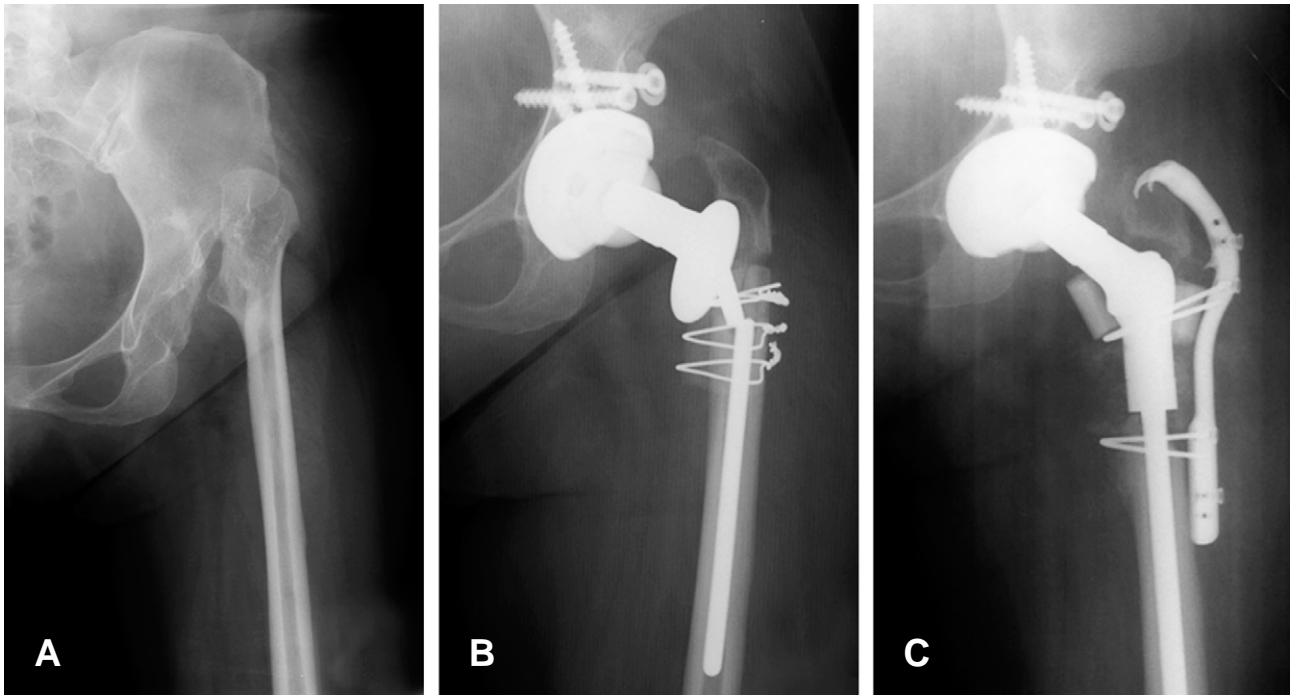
(A) A forty-six years old woman with a Crowe classification 4 high dislocation of the left hip had a preoperative limb-length discrepancy of 7.0 cm (B) Failure of femoral stem can be seen on the radiograph 4 months after the surgery (C) The revisional total hip replacement continued to function well thirty one months after the surgery.
